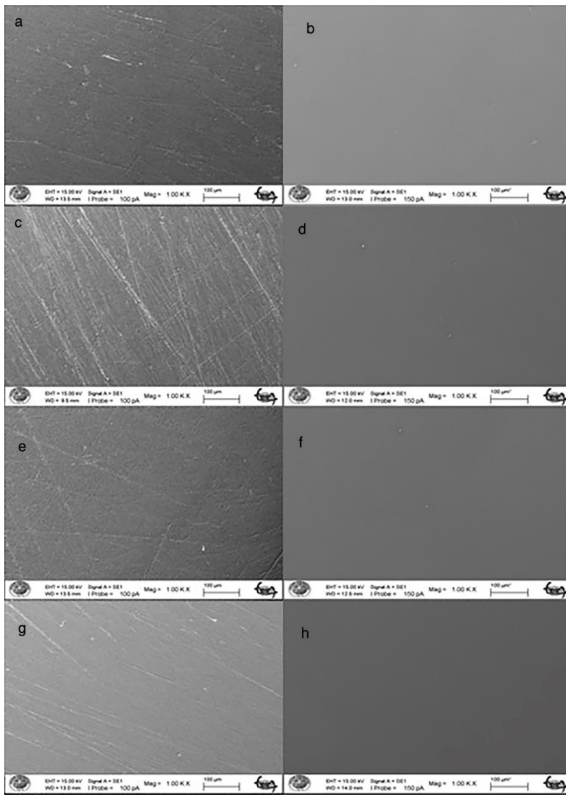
SEM images of tested material groups before toothbrushing ($\times 1000$ magnification): a. Polished TC group, b. Sealed TC group, c. Polished IM group, d. Sealed IM group, e. Polished AC group, f. Sealed AC group, g. Polished CB group, h. Sealed CB group
